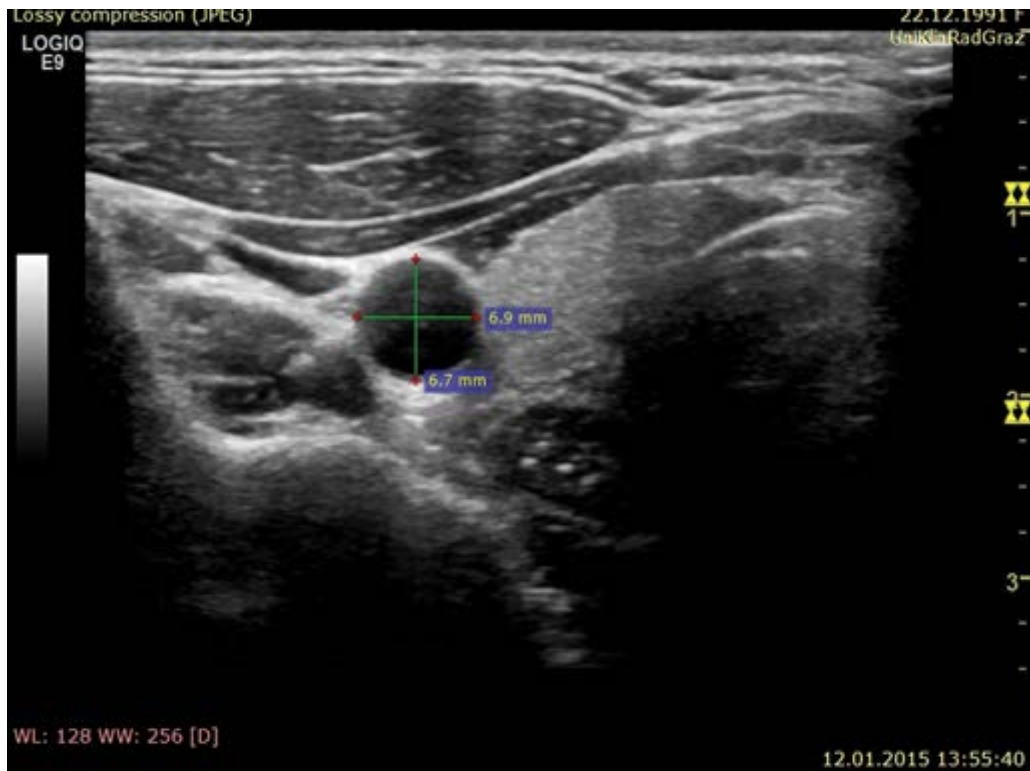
Sonographische Messung des Gefäßdurchmessers der Arteria Carotis Communis im Querschnitt während der Diastole
